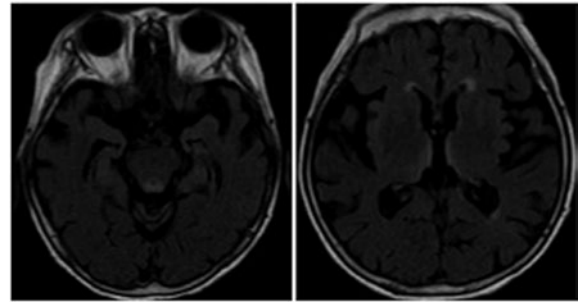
意識障害発症後の頭部MRI検査。中脳水道周囲や第3脳室周囲にFLAIR画像で高信号領域を認める。
